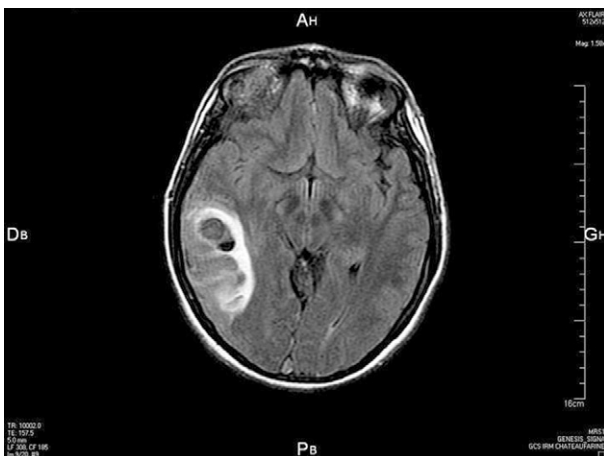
IRM montrant la thrombose du sinus sagittal supérieur et infarctus veineux hémorragique.
